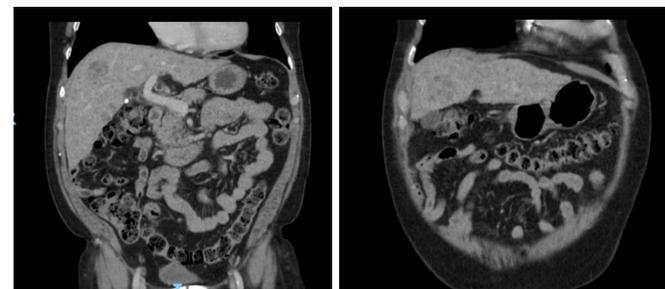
a,b,c,d. Tomografía de abdomen, corte axial y coronal, con contraste en fase arterial y venoso.
